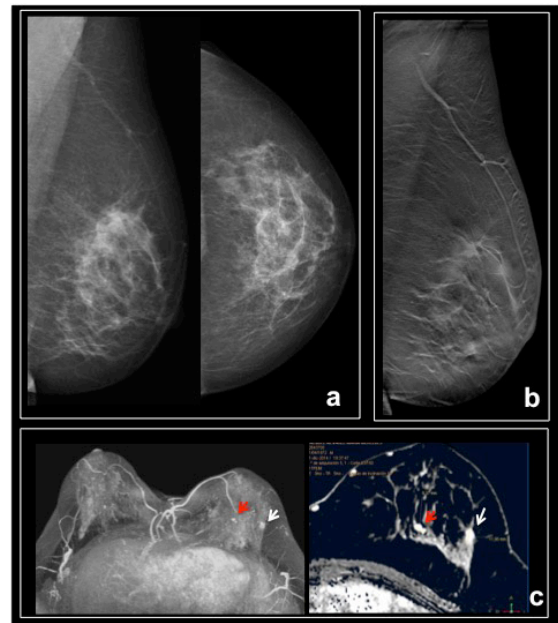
Mulher, 42 anos. Exame de rotina. Sem antecedentes pessoais ou familiares. a) Mamografia esquerda, MLO e CC, inicialmente interpretada como negativa. b) A TM esquerda, secção MLO, revela uma massa espiculada no quadrante supero-externo. c) Na RM de estadiamento, identifica-se um outro nódulo (seta vermelha) com cinética suspeita, para o qual foi realizada uma ecografia de second-look, que permitiu realizar biopsia. Os resultados da anatomia patológica CDI do tipo tubular, multifocal.
